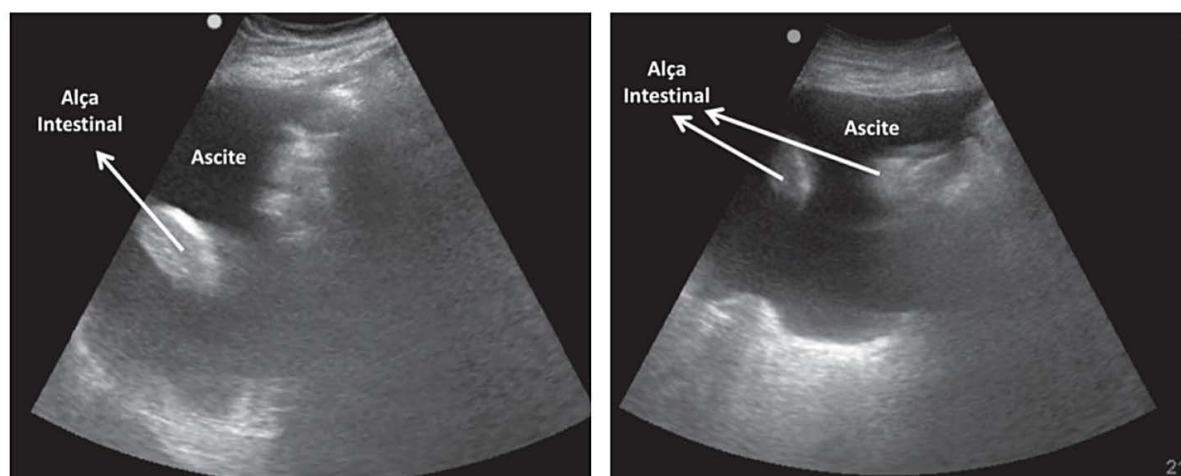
USG de abdome em paciente com ascite. Figuras com presença de líquido peritoneal e alças intestinais cercadas pela ascite.
